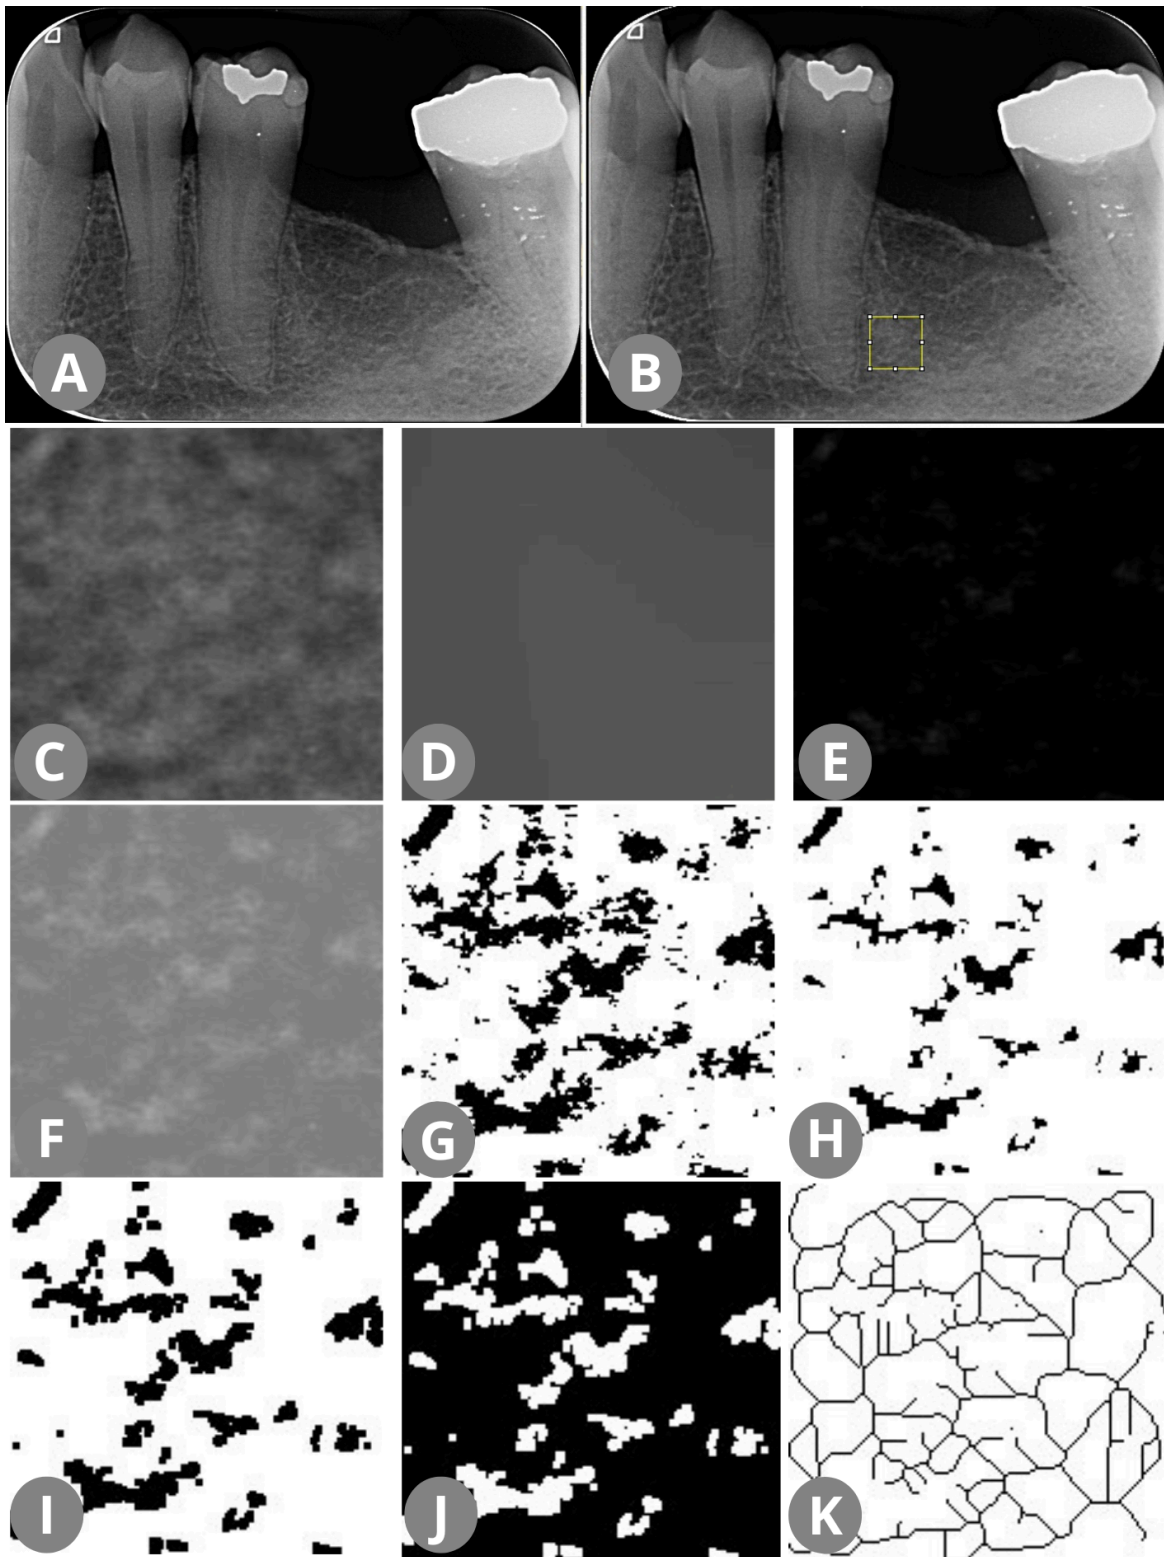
As etapas de processamento para binarização e esqueletização: (A) radiografia periapical digital. (B) radiografia periapical digital com ROI demarcada. (C) ROI da radiografia periapical digital duplicada. (D) radiografia periapical digital com o filtro de desfoque (Sigma 35), (E) subtração da imagem desfocada duplicada da imagem original, (F) adição de um valor de cinza de 128, (G) binarização, (H) erosão, (I) dilatação, (J) inversão em preto e branco da imagem. (K) Imagem esqueletizada (esqueleto linear representado em preto, sobrepondo a região original de interesse).
